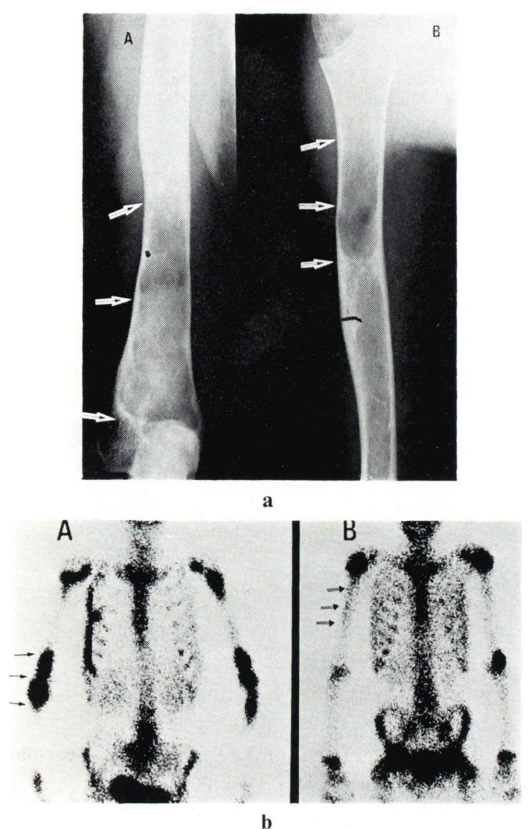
Differentiation of scintigraphic findings between fibrous dysplasia and solitary bone cyst.
